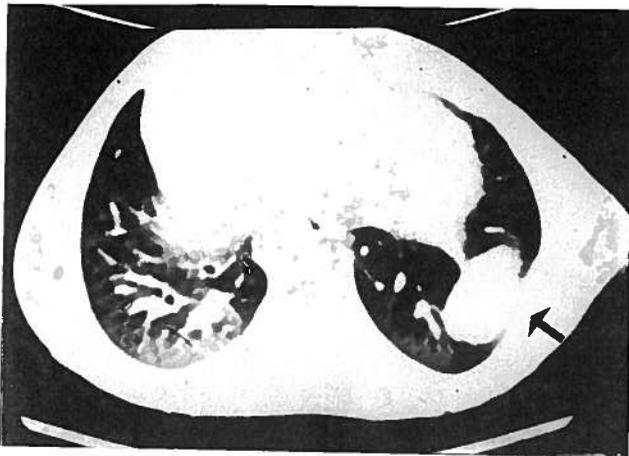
Tomografia Axial Computorizada do tórax: nódulo sólido no lobo inferior do pulmão direito.
